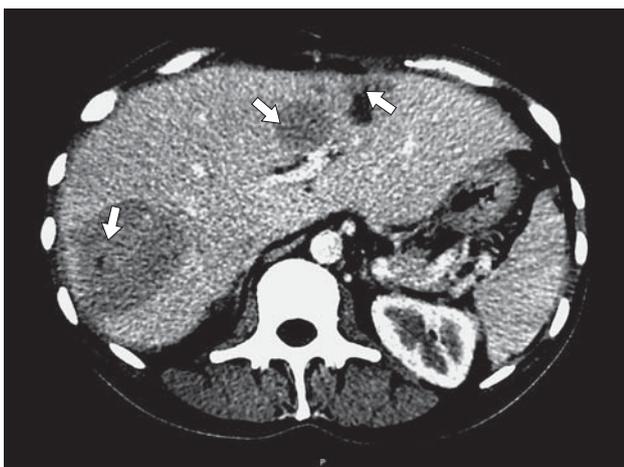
Компьютерная томограмма. Билобарные метастазы НЭО в печени (указаны стрелками) после резекции первичной опухоли и до проведения ТАХЭ. Артериальная фаза.
